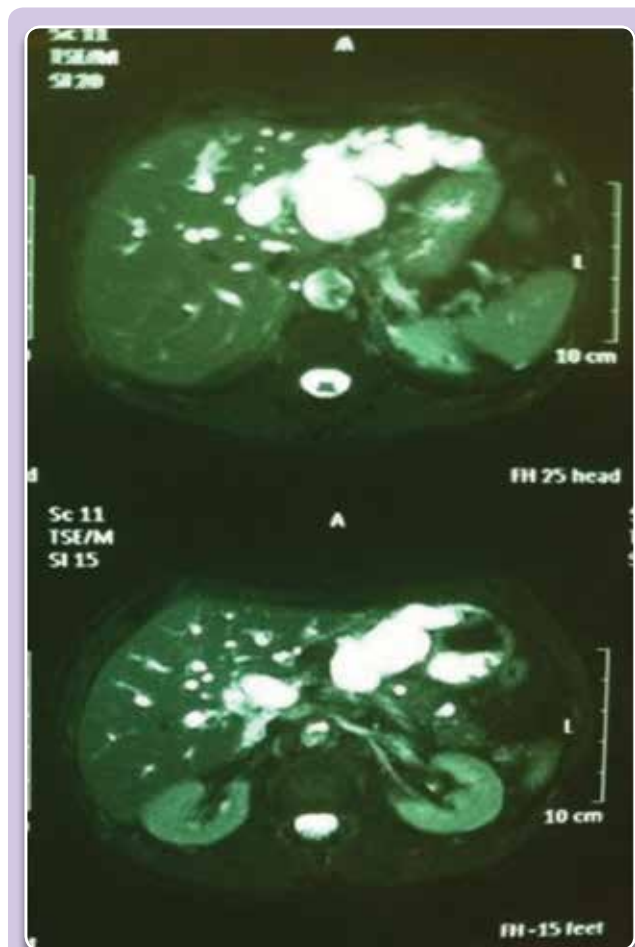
Ressonância Nuclear Magnética de abdome em T2, evidenciando dilatações saculares da via biliar principal em lobo esquerdo do fígado.
